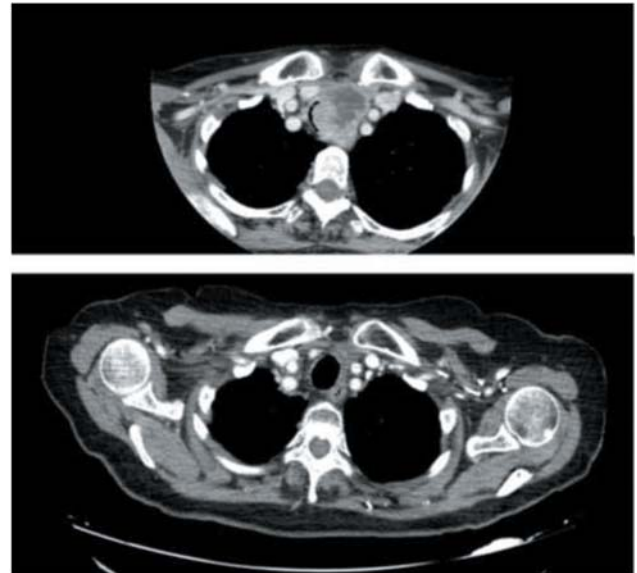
Imágenes de TC axial comparativo. Al diagnóstico (04/03/2019) donde se observa masa abigarrada y heterogénea con paredes y centro hipodenso, probablemente necrótico que se extiende caudalmente hacia el opérculo torácico izquierdo, con desviación traqueal hacia la derecha. En el último estudio (04/01/22) se observa la respuesta completa 2 años y 11 meses después del tratamiento con quimio-radioterapia radical.
